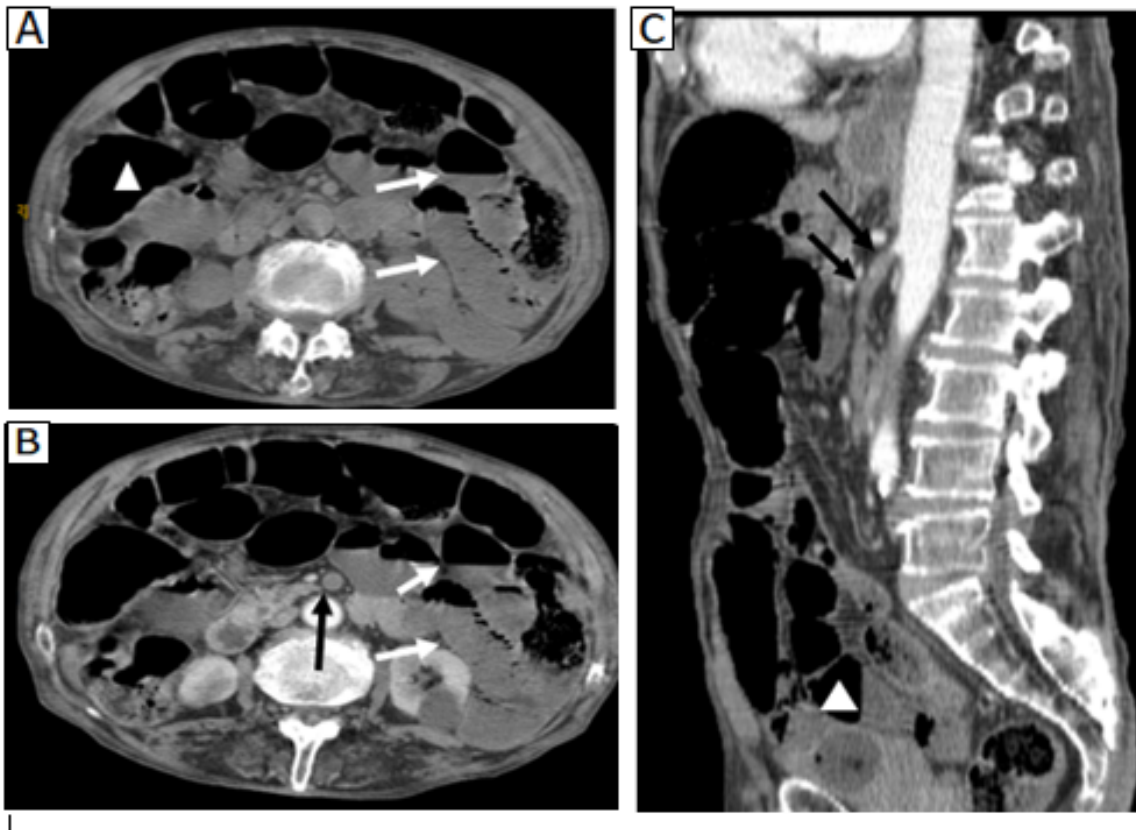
TDM abdominale avant (A) et après injection du PDC (B, C) : absence totale d'opacification de l'artère mésentérique supérieure à sa naissance (flèche noire) avec distension des anses grêliques (tête de flèche blanche) et absence de rehaussement des parois grêliques (flèche blanche).
